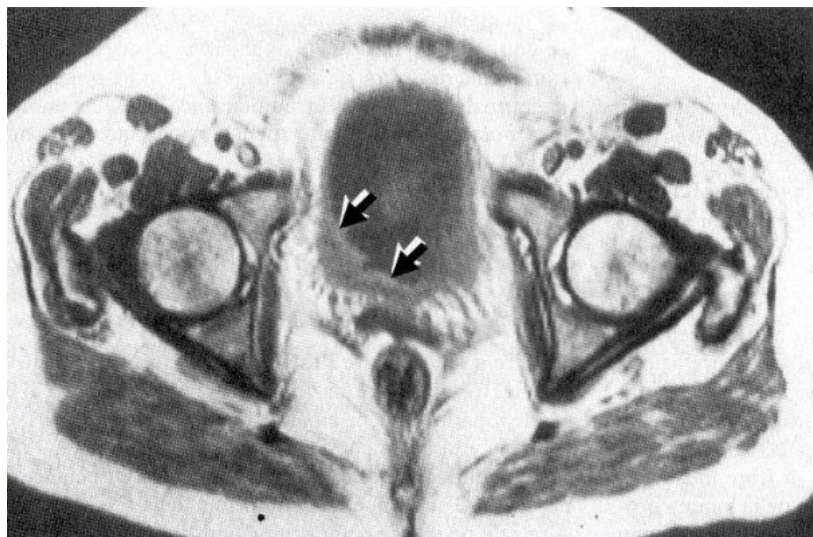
Immagine RM di neoformazione vescicale
